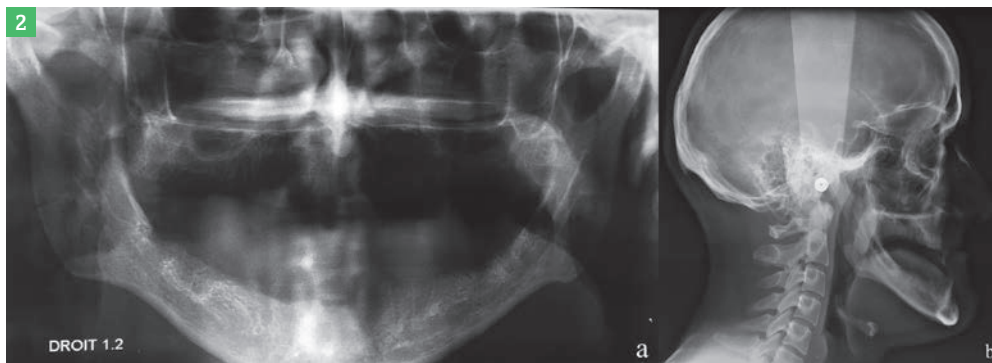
Radiographies préopératoires.
